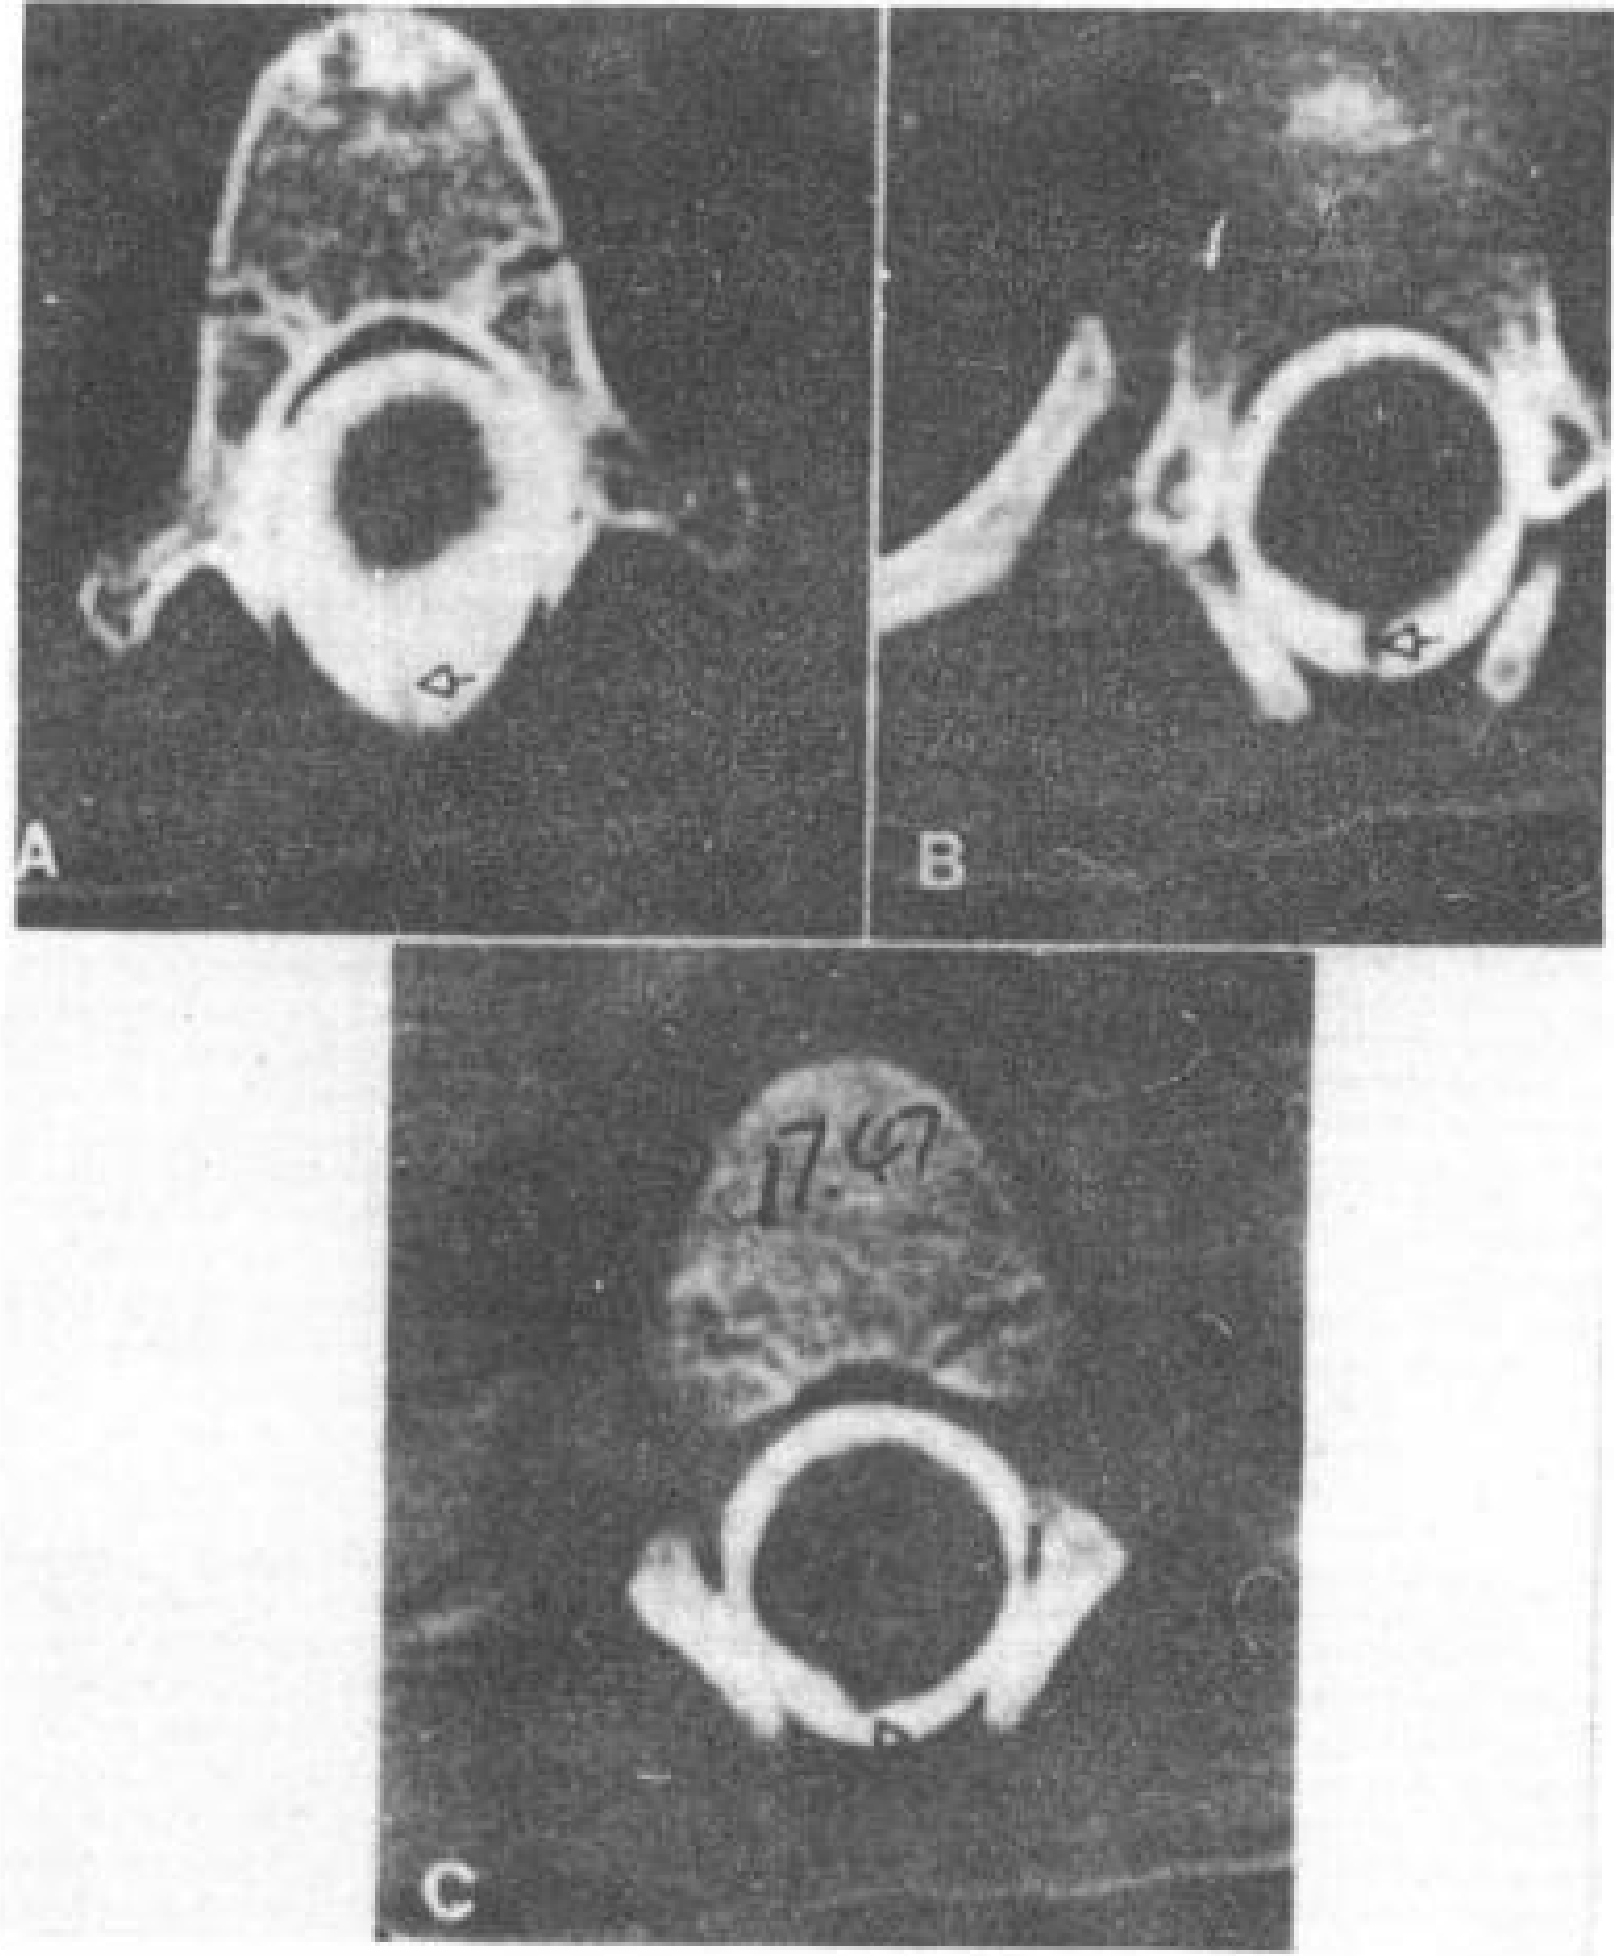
47 椎管内皮样囊肿并有窦道。5岁女孩出生时有胸椎脊髓脊膜突出, 生后修复。CT 脊髓造影。
